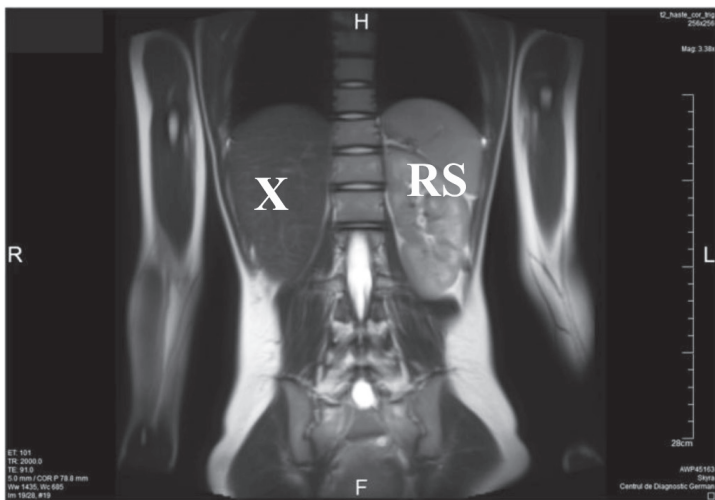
IRM în secțiune coronală (T2W): agenezia rinichiului drept (X) și hipertrofia rinichiului solitar stâng (RS).
